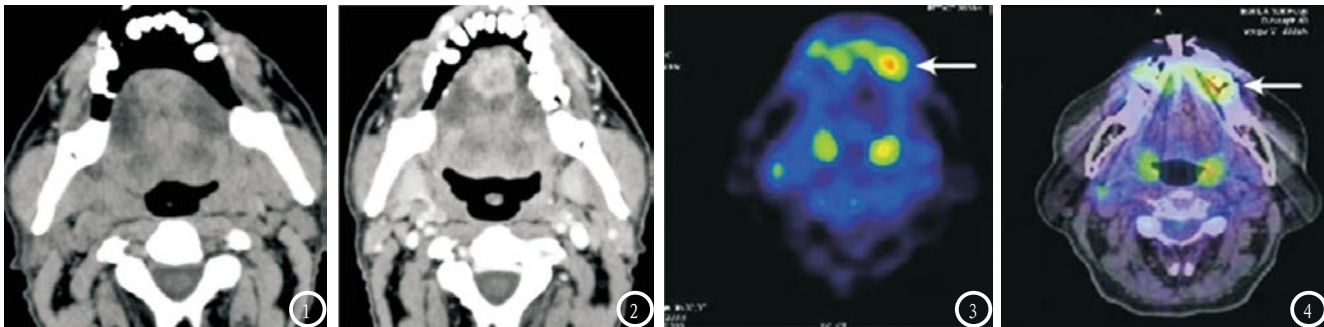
分别为CT平扫及增强扫描，可见舌尖圆形肿块，密度不均，平扫界限不清，增强扫描后病灶边缘呈环形强化，中心区域强化不均匀，边界清楚；图3-4 分别为PET与PET/CT融合图像，PET图像提示口腔左侧出现放射性浓聚灶， SUV_{max} 值为3.80，范围1.2cm×1.2cm×1.2cm，PET/CT融合图像提示口腔偏放射性浓聚灶位于舌左缘面部。
